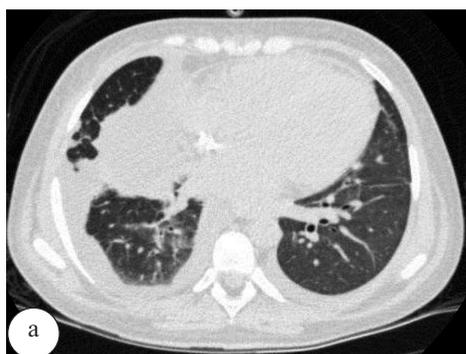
Томограммы органов грудной полости до (а) и через 14 дней после операций КПФ (б), включенных в комбинированную терапию СКВ
